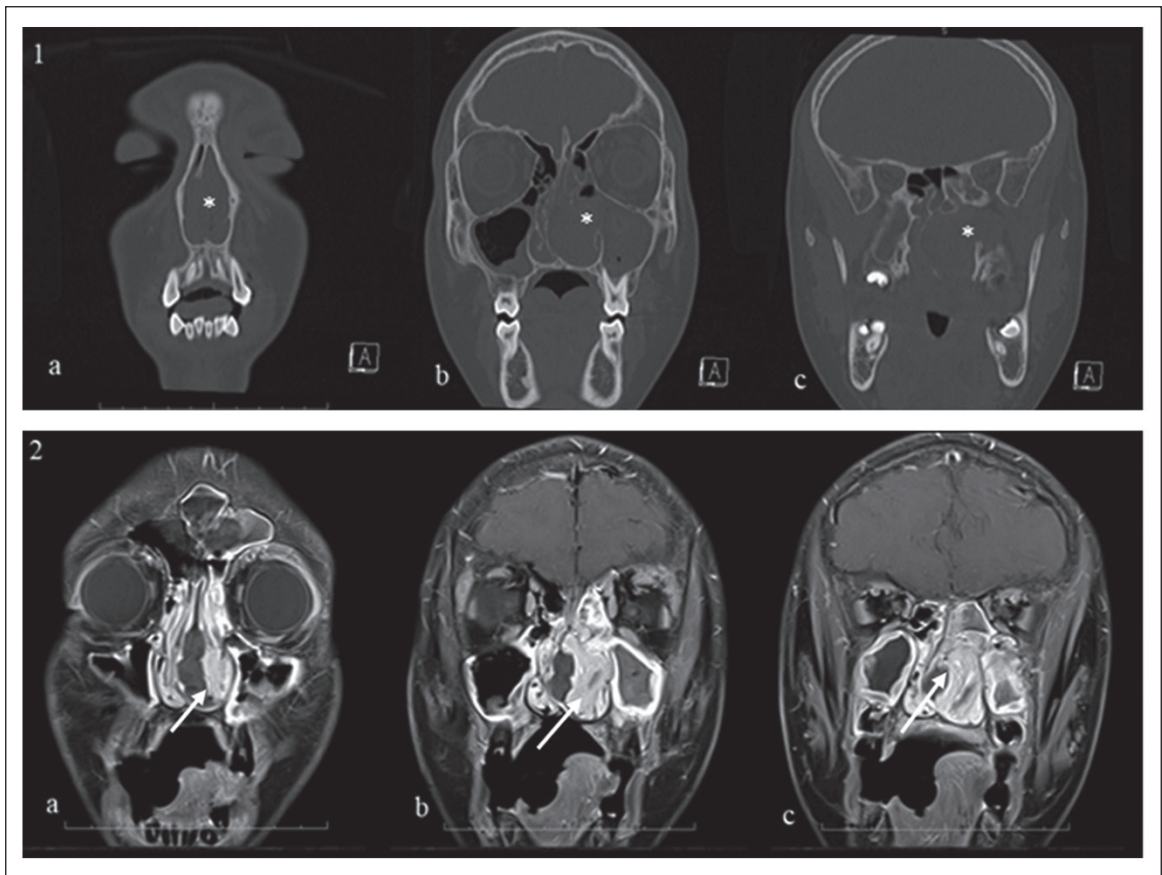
Se muestra imágenes de tomografía computada y resonancia magnética de ANJ. En la fila 1 cortes coronales de TC donde se marca ANJ con asterisco (*) y en fila 2 cortes coronales de RM en T1 con gadolinio donde ANJ se marca con flechas blancas. 1a: ANJ en fosa nasal izquierda desplazando tabique nasal a derecha. 1b: tumor ocluyendo complejo osteomeatal maxilar izquierdo. 1c: Foramen esfenopalatino ensanchado por tumor. 2a, 2b, 2c: Tumor heterogéneo en T1 con gadolinio con señal hipercaptante en la periferia y al interior señal intermedia.
